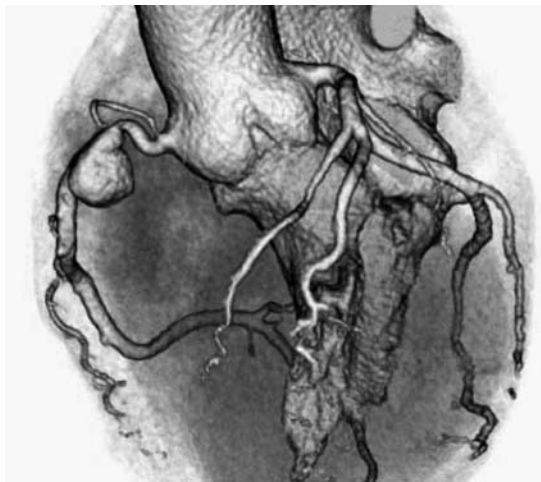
Three-dimensional coronary CT angiogram showed a right coronary artery aneurysm with a proximal site stenosis. The diameter of the aneurysm was 14 mm.
